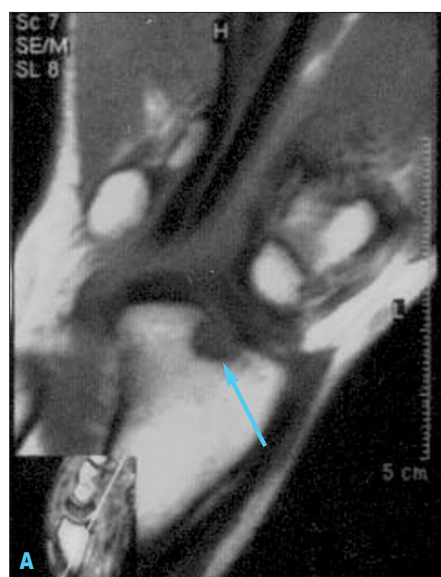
Можливості МРТ у діагностиці РА. На рисунку 7А показано T1 спін-ехо зважене зображення у фронтальній проекції до внутрішньовенного введення КА, стрілкою позначено дефект суглобової поверхні дистального епіфіза променевої кістки, що має низькоінтенсивний сигнал; на рисунку 7В після введення КА МР-сигнал від кісткового дефекту став високоінтенсивним. На рисунку 7С показано зображення того ж кісткового дефекту на T2 градієнт-ехо зважених зображеннях, МР-сигнал гіперінтенсивний
